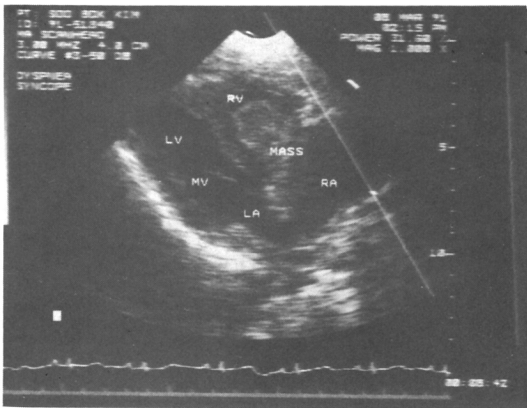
2-D Echocardiographic parasternal long axis view showing a large mass in the right atrium and ventricle.
